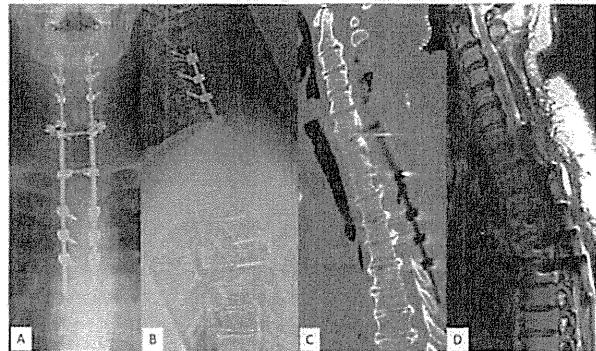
A,B: 術後 X-p, C: 術後 CT, D: 術後 MRI
